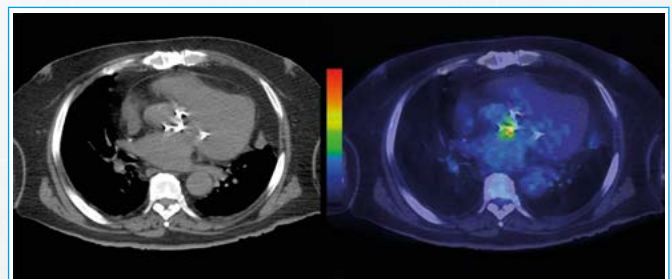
PET/TC. Inflamación a nivel del anillo aórtico en paciente con prótesis mecánica y cuadro clínico compatible con endocarditis (cortesía del Dr. Rodrigo Hernández. Clínica Las Condes. Santiago de Chile, Chile)
